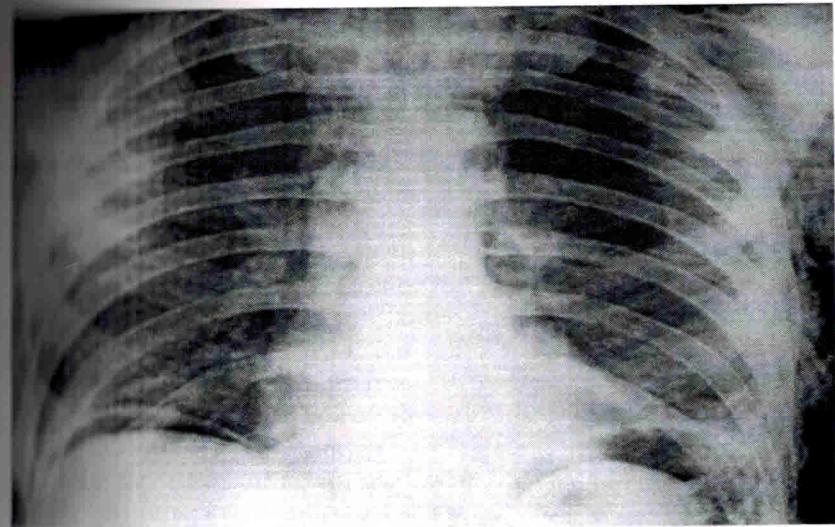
Фоторентгенограмма рёберного каркаса, грудной полости и верхнего отдела брюшной полости, напряжённый «газовый синдром», проецирование правого и левого куполов диафрагмы и воздух под ними, т.н. симптомом «бровей»
